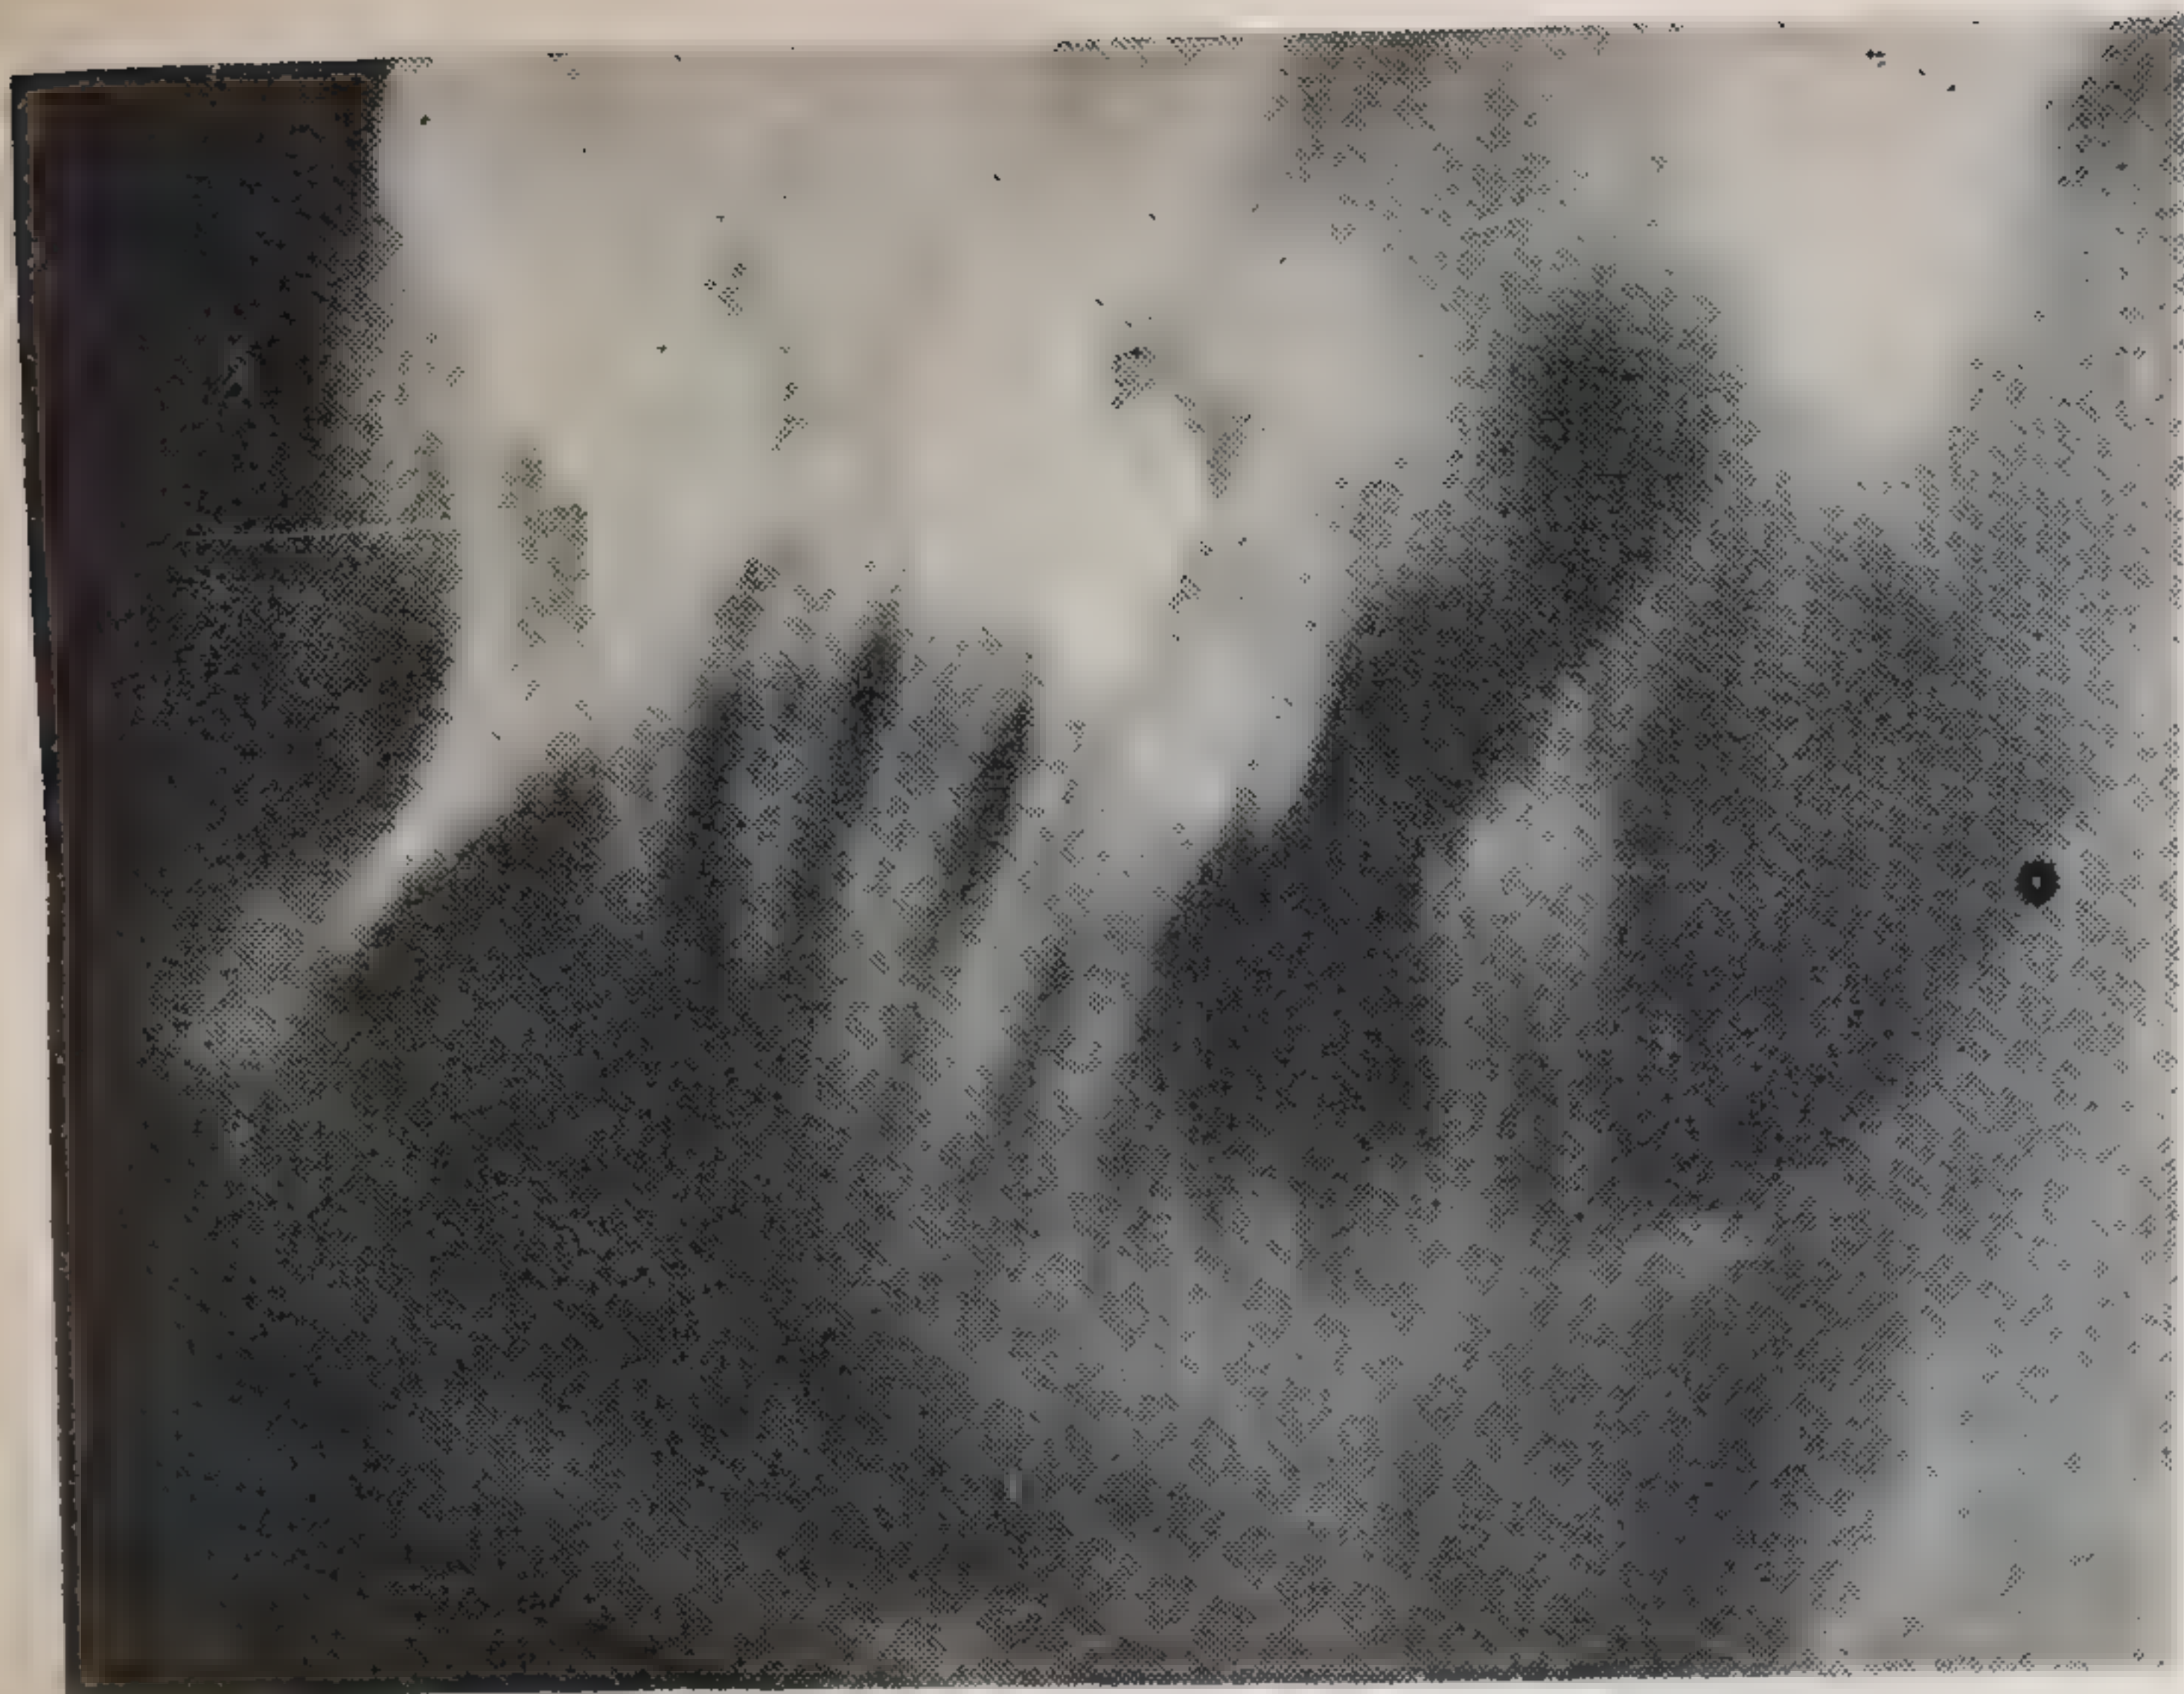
Потеря зуба при наличии пародонтопатии. Рентгенограмма — атрофия верхнего и нижнего альвеолярного отростков, убыль костной ткани лунок $| \overline{8}$ и $| \overline{78}$ с костным патологическим карманом у мезиальной поверхности корня $| \overline{8}$, феномен Попова-Годона; свободная лунка $| \overline{7}$. Наблюдение 5.
